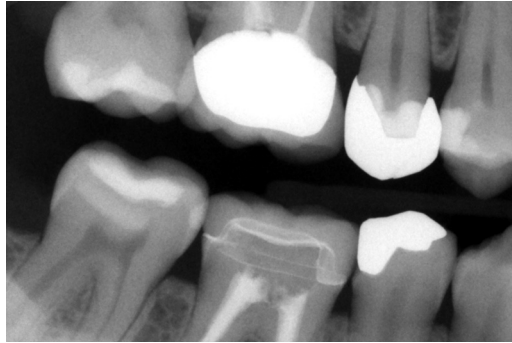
digitale Bissflügelaufnahme rechts, Molarenprojektion (XIOS, Sirona) Befunde, Diagnose: 17/16 (Projektionsbedingte Überlagerung); 17 m: R3a-Transluzenz 1. Viertel Dentin Primärkariesläsion; 15 d: Transluzenz unter Kronenrand Restaurationsunterschuss; 45 d: Transluzenz unter Kronenrand Restaurationsunterschuss; 46: Restauration mit mäßiger Röntgenopazität adhäsiv befestigte Vollkeramikteilkrone; 47 m: Opazität schmelzbegrenzt proximale Versiegelung
